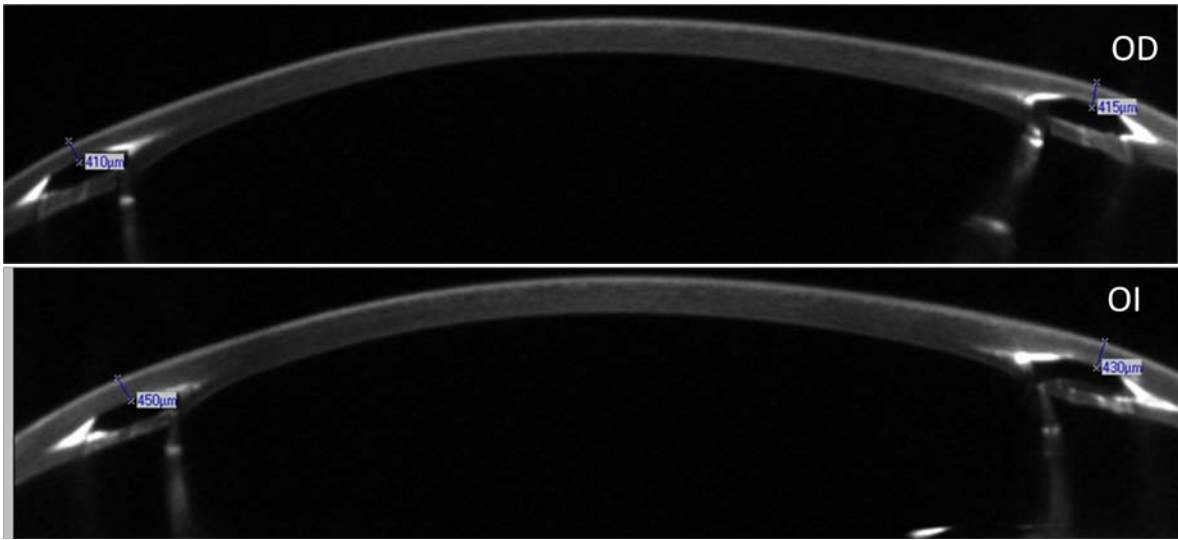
Tomografía de Segmento Anterior de Ambos ojos que muestra adecuada profundidad y posición de los anillos.
